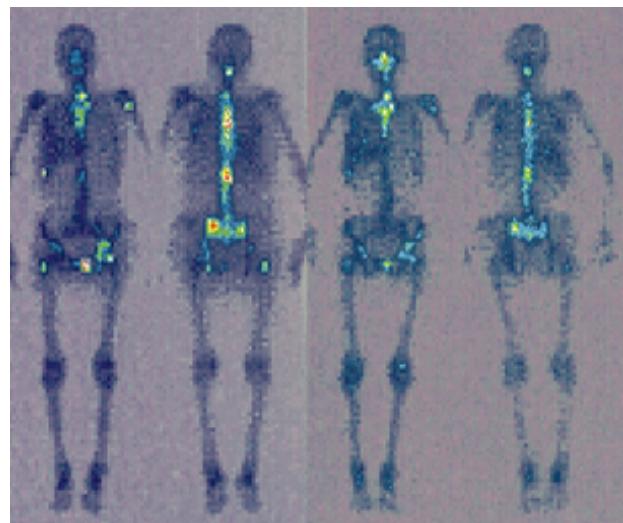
Сцинтиграммы больной раком молочной железы с метастазами в кости после 2 введений самария-оксабифора, ^{153}Sm по 70 мКи (1,0 мКи/кг массы) с интервалом в 6 мес. Слева – первое введение. Визуализируются множественные очаги в позвоночнике, ребрах, костях таза, левой плечевой кости. Справа – повторное введение через 6 мес. Отмечается снижение интенсивности накопления препарата, исчезновение некоторых очагов. Клинически – выраженный обезболивающий эффект
